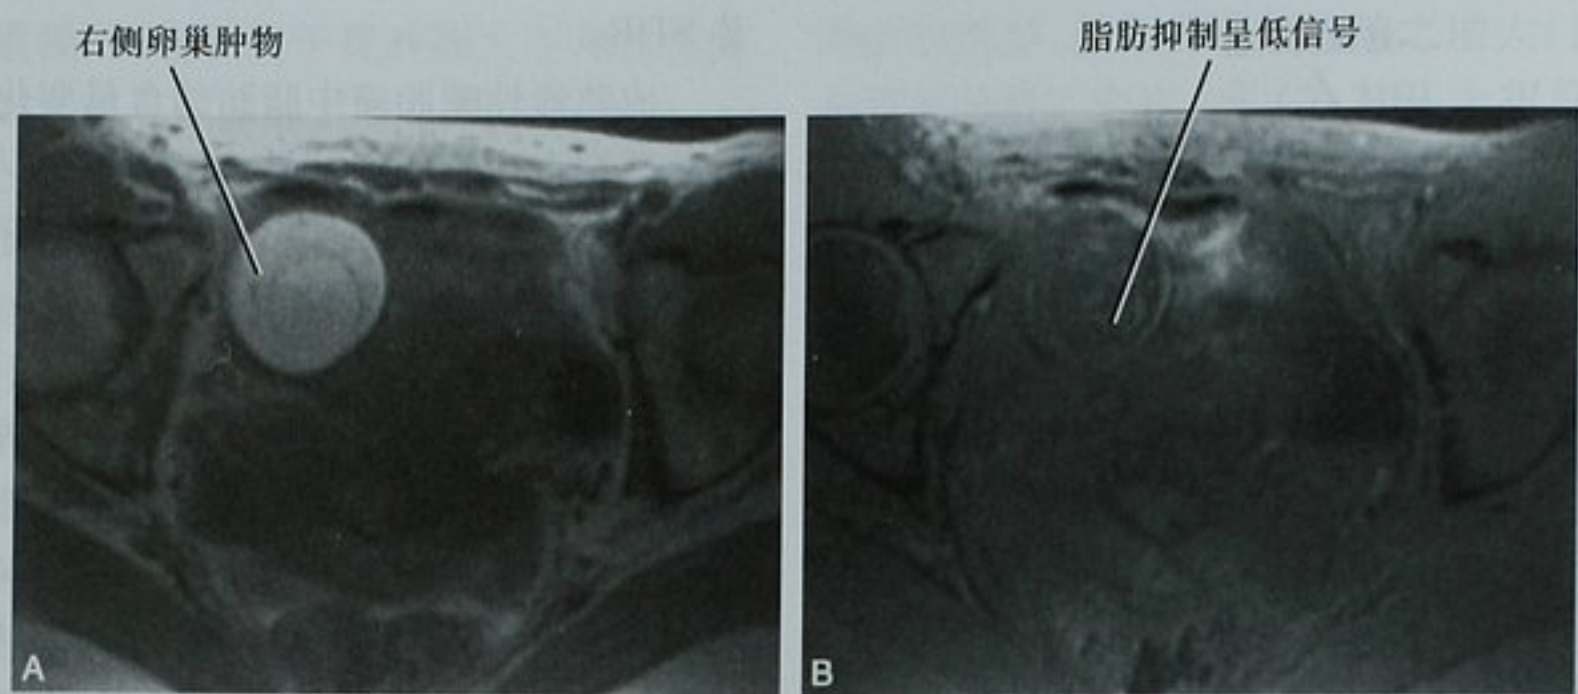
卵巢成熟囊性畸胎瘤横断面 MRI 图像。A. 横断面 T1 加权图像(T1WI)显示右侧卵巢一高信号肿块;B. 横断面选择性频率脂肪抑制 T1WI 图像显示右侧卵巢病变的信号丢失,符合脂肪成分
